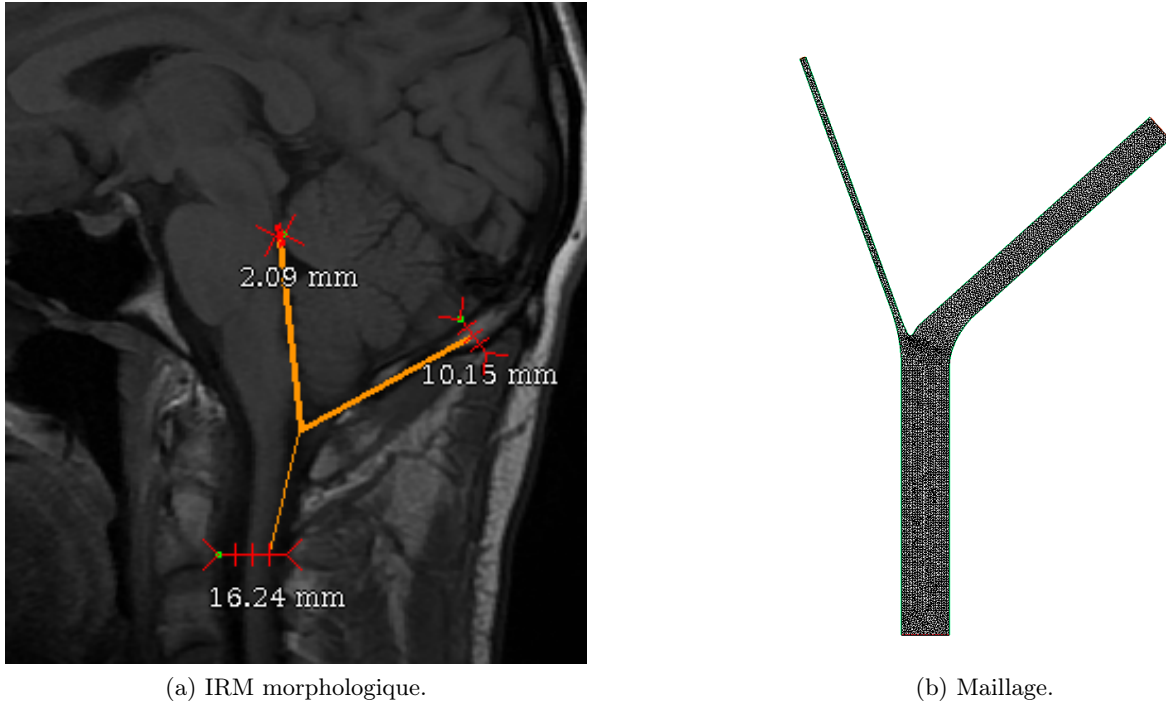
Cas réel. Mesures des paramètres géométriques sur une IRM morphologique pour la création d'un maillage physiologique.
